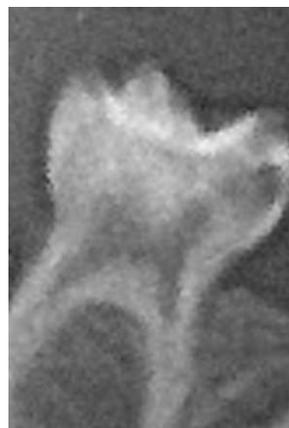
Radiographie d'une molaire temporaire présentant une cavité proximale.
